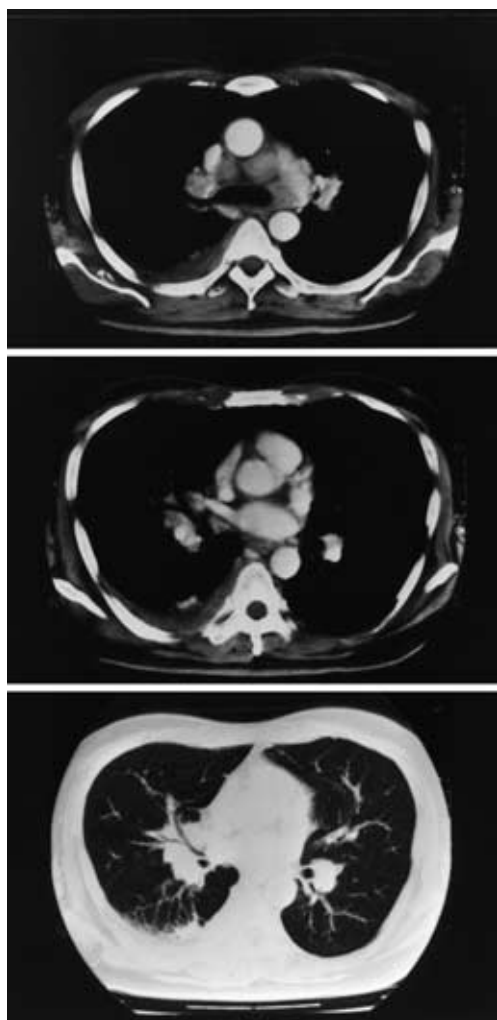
Chest computed tomography on admission showed bilateral, mediastinal and hilar lymphadenopathy and mild pleural effusion.
